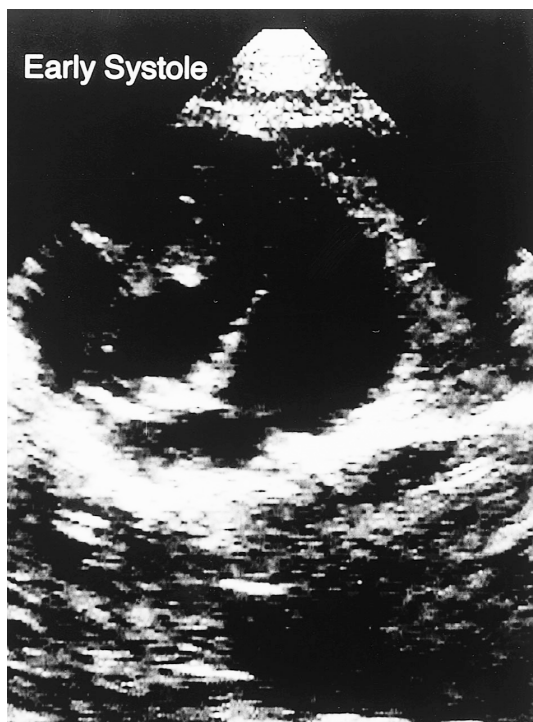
Transthoracic echocardiogram in the parasternal short-axis view showing the quadricuspid pulmonary valve
